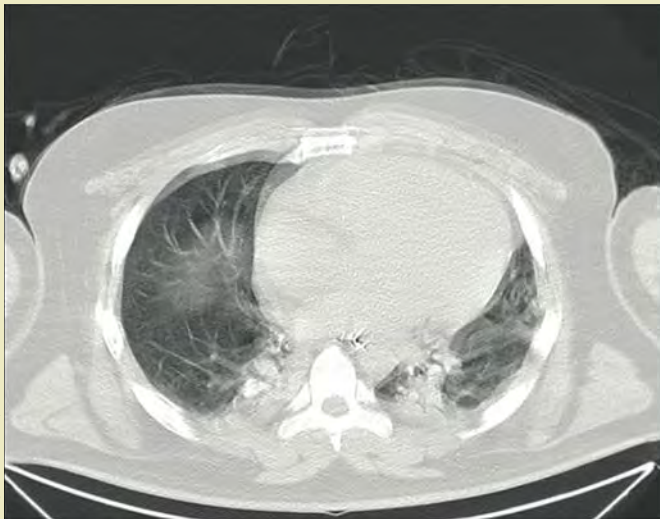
Tomografía de tórax de alta resolución que muestra patrón en vidrio despolido bilateral.
